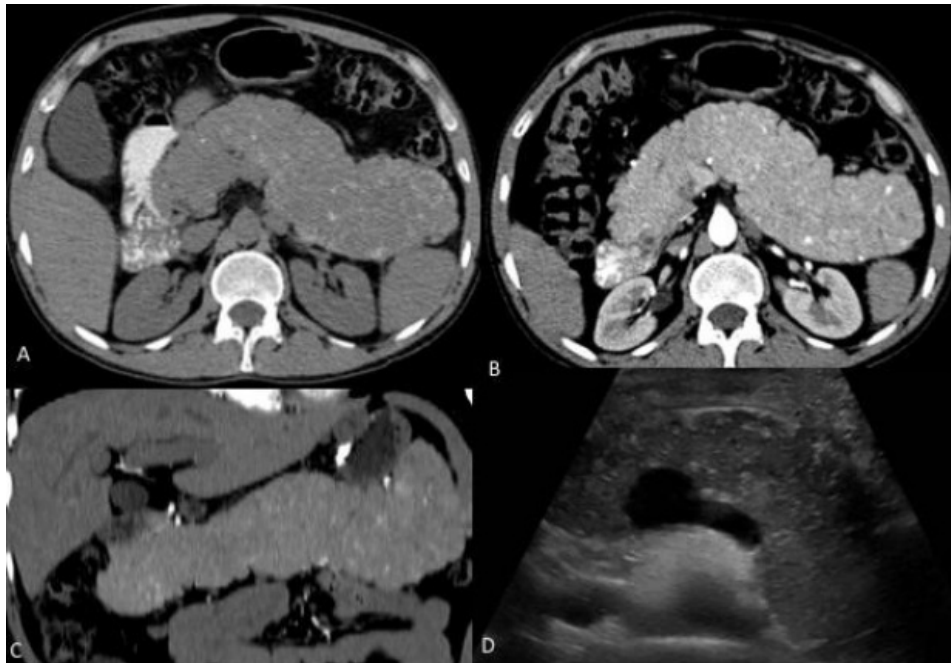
Tomografía axial computarizada multifásica con contraste intravenoso de abdomen y pelvis. Páncreas con aumento difuso de sus dimensiones con imágenes hiperdensas y calcificaciones en la fase simple (A) que en la fase arterial (B) presenta discreto realce homogéneo. (C) Reconstrucción coronal del páncreas en fase arterial. (D) Ultrasonido en escala de grises de Hígado. Páncreas con aumento generalizado de sus dimensiones y ecotextura heterogénea.
